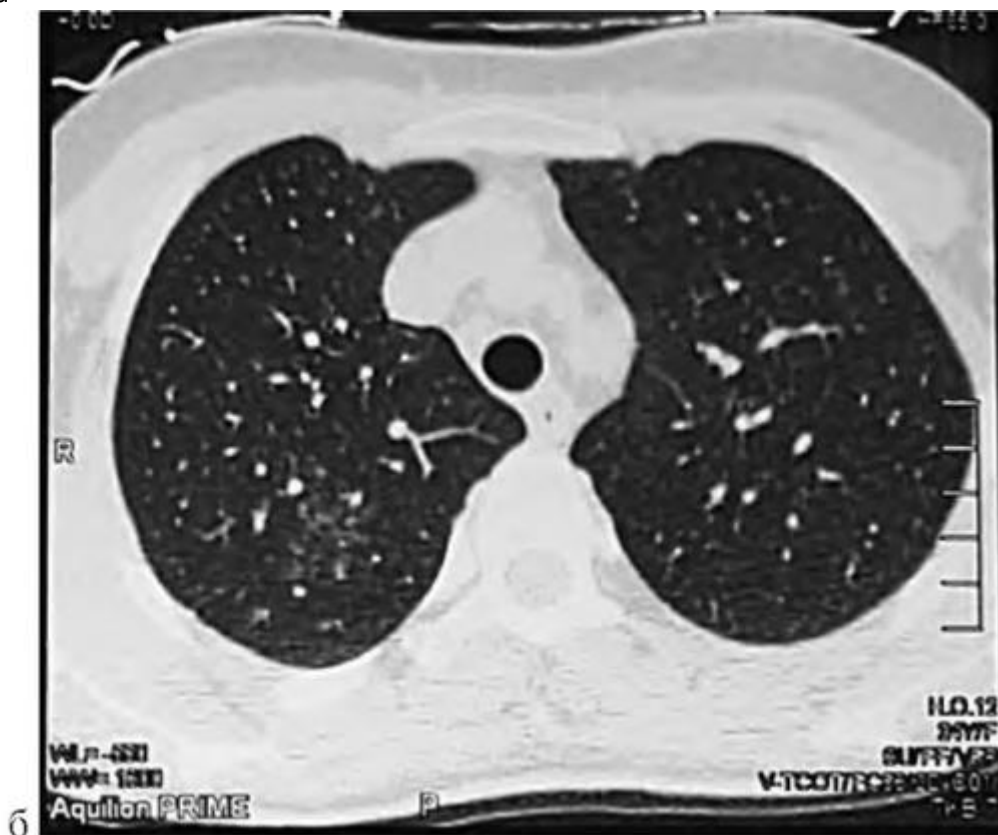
Рентгенологическая картина туберкулезного сепсиса: б - компьютерная томография легких больного Д. (ВИЧ-инфекция, количество CD4+-Т-лимфоцитов - 40 клеток/мкл). Субтотальная мельчайшая мономорфная диссеминация
